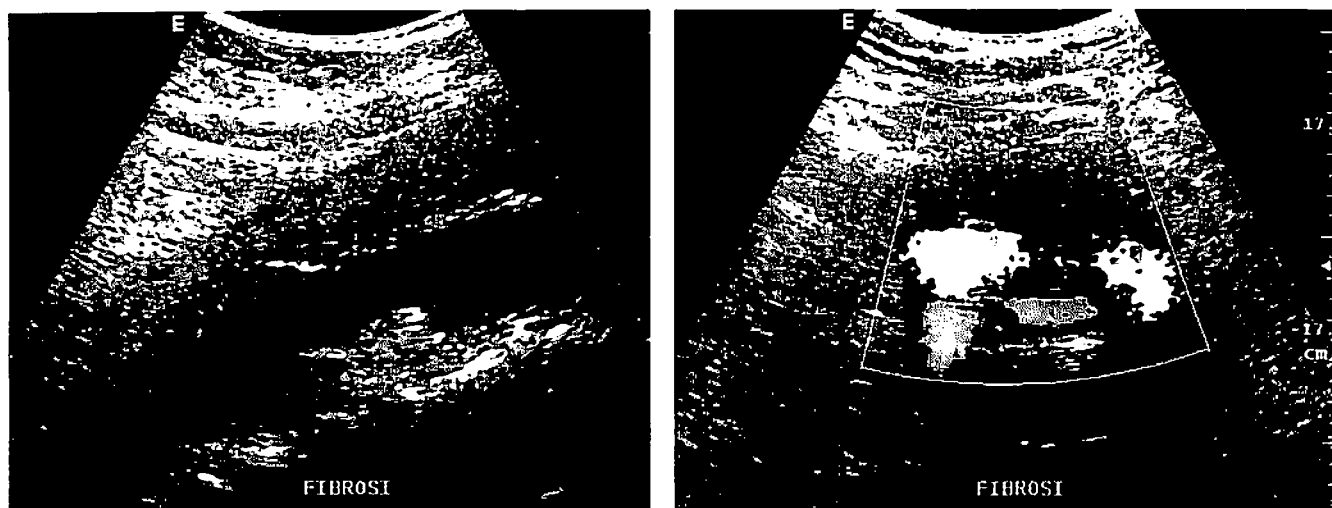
a, b. Scansione longitudinale (a) e trasversale (b) sull'aorta lombare in THI. Paziente di 58 aa, di sesso maschile, con storia clinica di dolori persistenti in regione lombare. Recente aumento della sCr (2,2 mg/dL) ed evidenza di idronefrosi bilaterale, più evidente a sinistra. Nella scansione longitudinale l'aorta lombare è circondata sul profilo anteriore e posteriore da grossolana ganga ipoecogena. L'intima e la parete aortica appaiono nettamente irregolari per presenza di multiple placche atero-calcifiche. In scansione trasversale la placca circonda ed ingloba sia il carrefour aortico con il tratto iniziale delle AIC, sia la confluenza delle vene iliache comuni in vena cava. Non è presente trombosi venosa. La sovrasaturazione colore delle AIC dipende dai bassi livelli del PRF impostati per campionare il flusso venoso nelle vene iliache. Diagnosi clinico-ecografica: fibrosi retroperitoneale.
